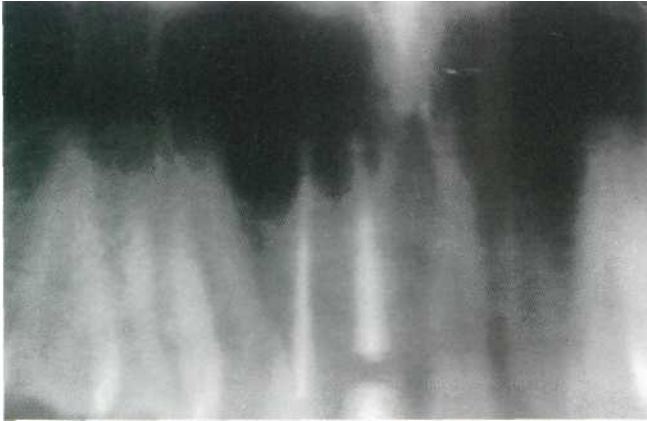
Tratamiento de conductos que pretendía curar la lesión periapical del 1.1 y 1.2. El quiste radicular siguió creciendo y precisó cirugía periapical (detalle de la ortopantomografía).
